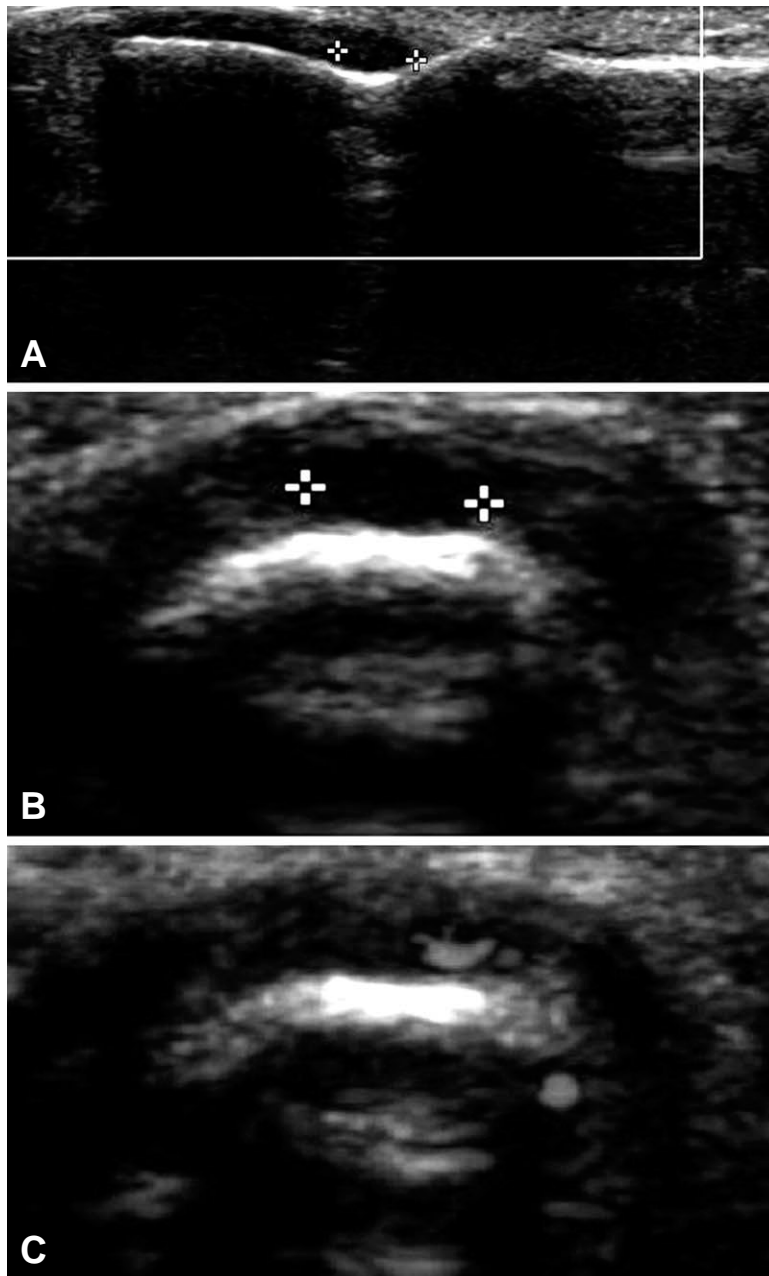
Ultrasonographic images of the second finger. Short- and long-axis images (A, B) reveals well-circumscribed hypoechoic area measuring 0.3×0.3×0.3 cm under the proximal aspect of the nail plate and the nail matrix. Color Doppler ultrasonography shows subtle flow signals around the hypoechoic area (C).
